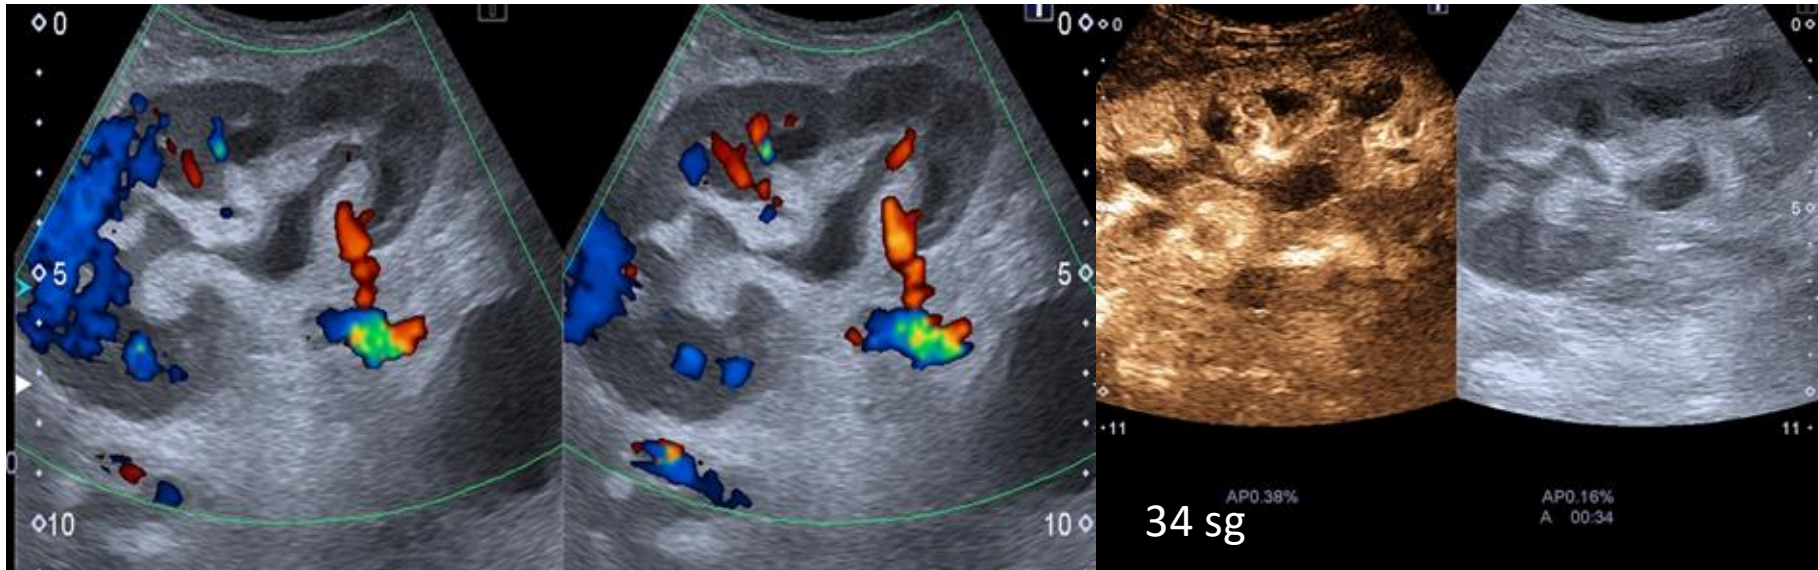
A. Ecografía doppler post stent. Se observa mayor vascularización global del injerto. B. Ecografía con contraste con mayor perfusión y más rápida.
